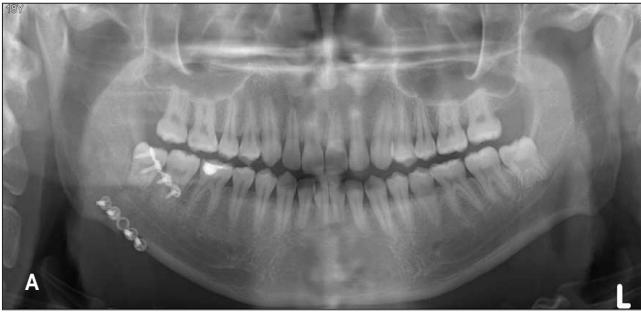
Postoperative Radiograph Showing Angle Fracture & Subcondyle Fractures Treated with Two Non-compression Miniplates (A. Rt. Angle Fx., B. Rt. Subcondyle Fx.)
